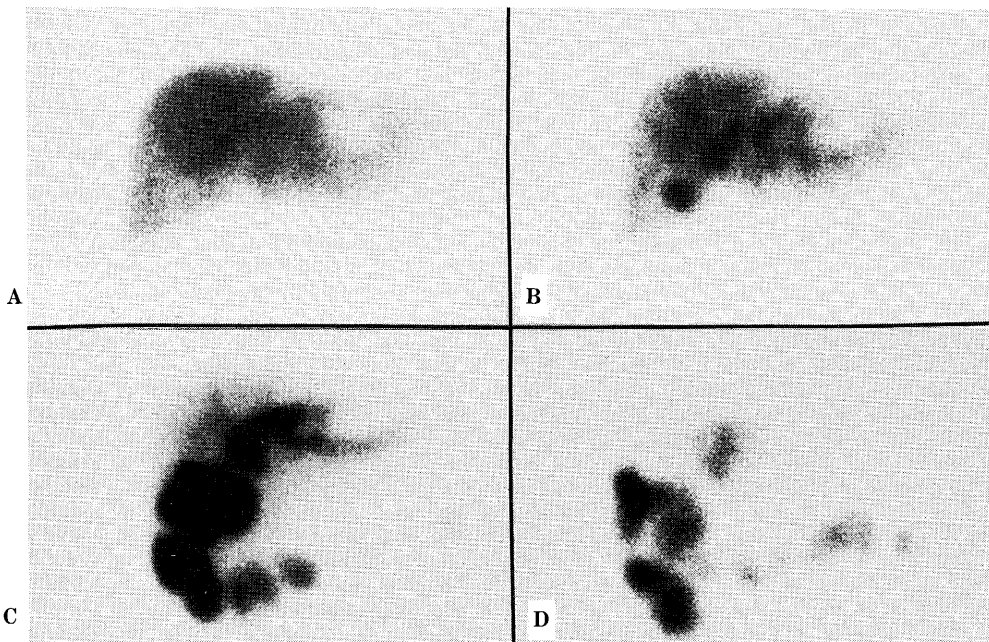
Hepatobiliary scintigrams with ^{99m}Tc-PMT. A well-demarcated cold lesion is noted in the lateral segment of hepatic left lobe at 15 min (A). A focal accumulation of the tracer at the site of gallbladder at 45 min (B). Filling of the tracer into the hepatic flexure of the colon is observed but no activity is noted in the small intestine at 120 min (C). Most of the tracer is noted in the colon especially in the hepatic flexure and transverse colon at 140 min (D).
